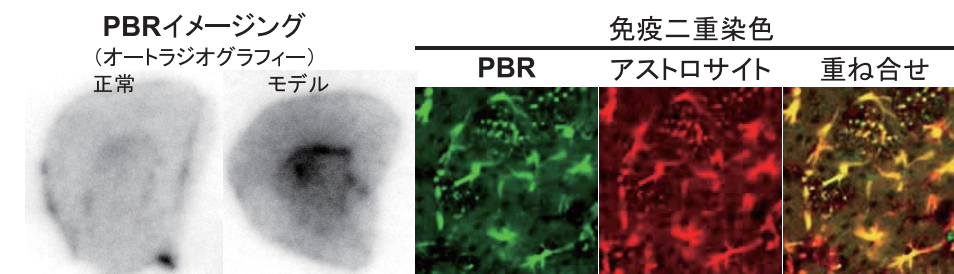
認知症以外の神経病態モデルにおけるPBRの発現パターンとPET画像
